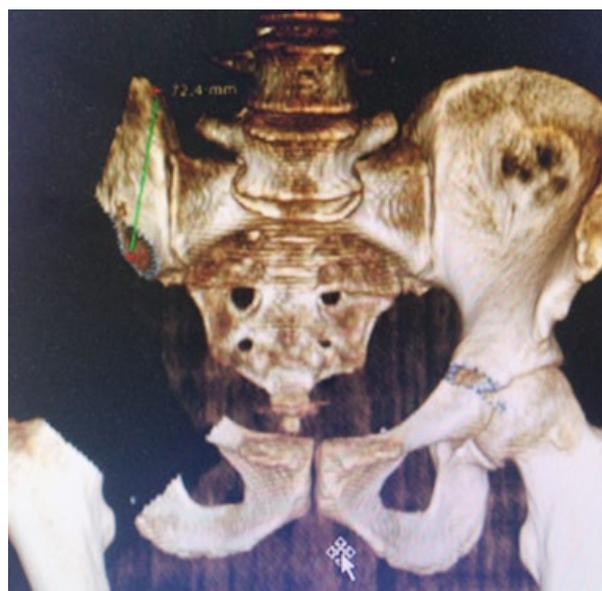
3D СКТ-реконструкция таза, предоперационное планирование индивидуального эндопротеза.
